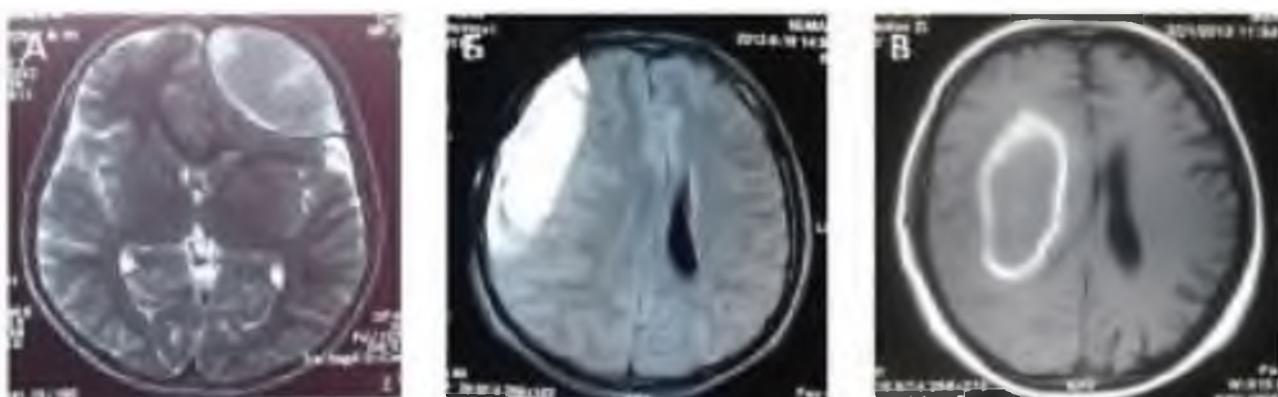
Магнитно – резонансная томография при всех формах ХВЧГ в аксиальных срезах
